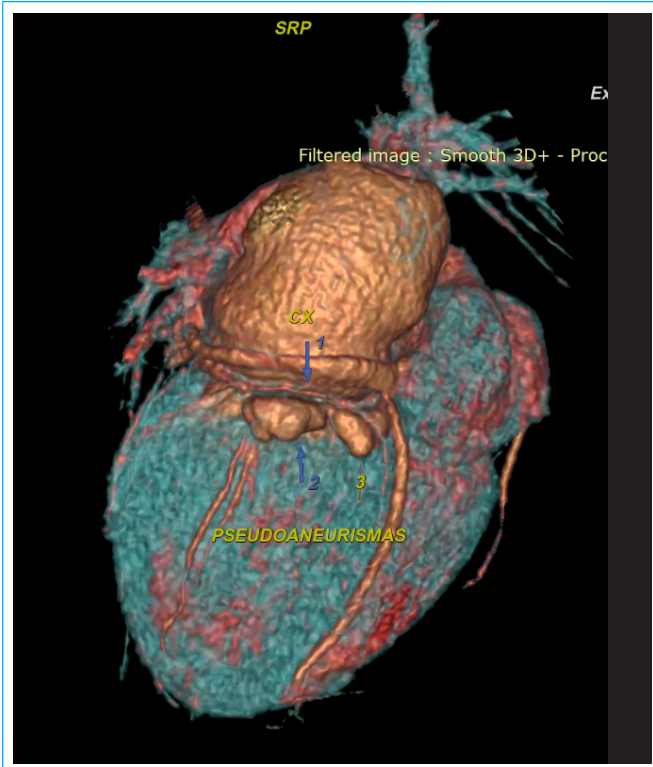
Reconstrucción tridimensional de tomografía cardíaca, donde se evidencia pequeñas formaciones saculares a nivel del anillo mitral posterior las cuales rodean a la parte distal de la arteria circunfleja.
